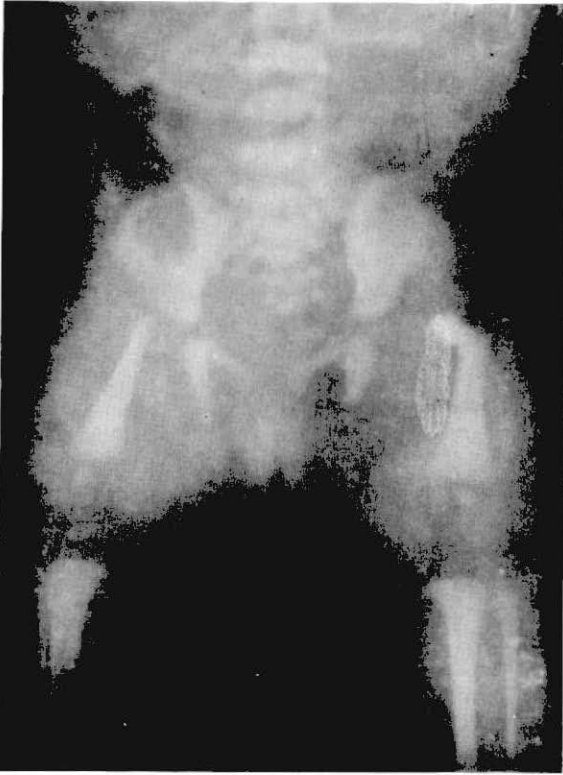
Radiografía de pelvis y miembros inferiores, realizada a los 2 días de vida, donde se aprecia la luxación congénita de cadera y la hipoplasia bilateral de fémur.
